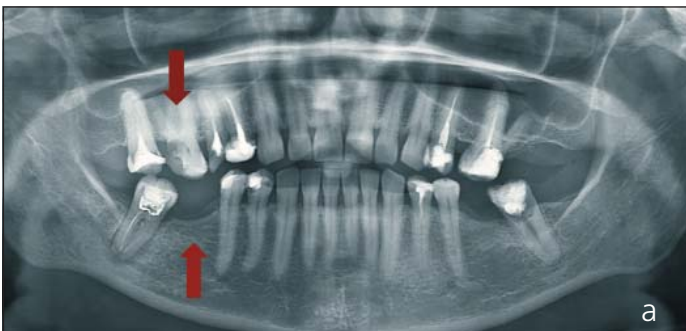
Снимки пациентки, 41 год. а – Ортопантомограмма, б – КЛ-КТ-снимки зубочелюстной системы. Стрелками указаны очаги патологического процесса
